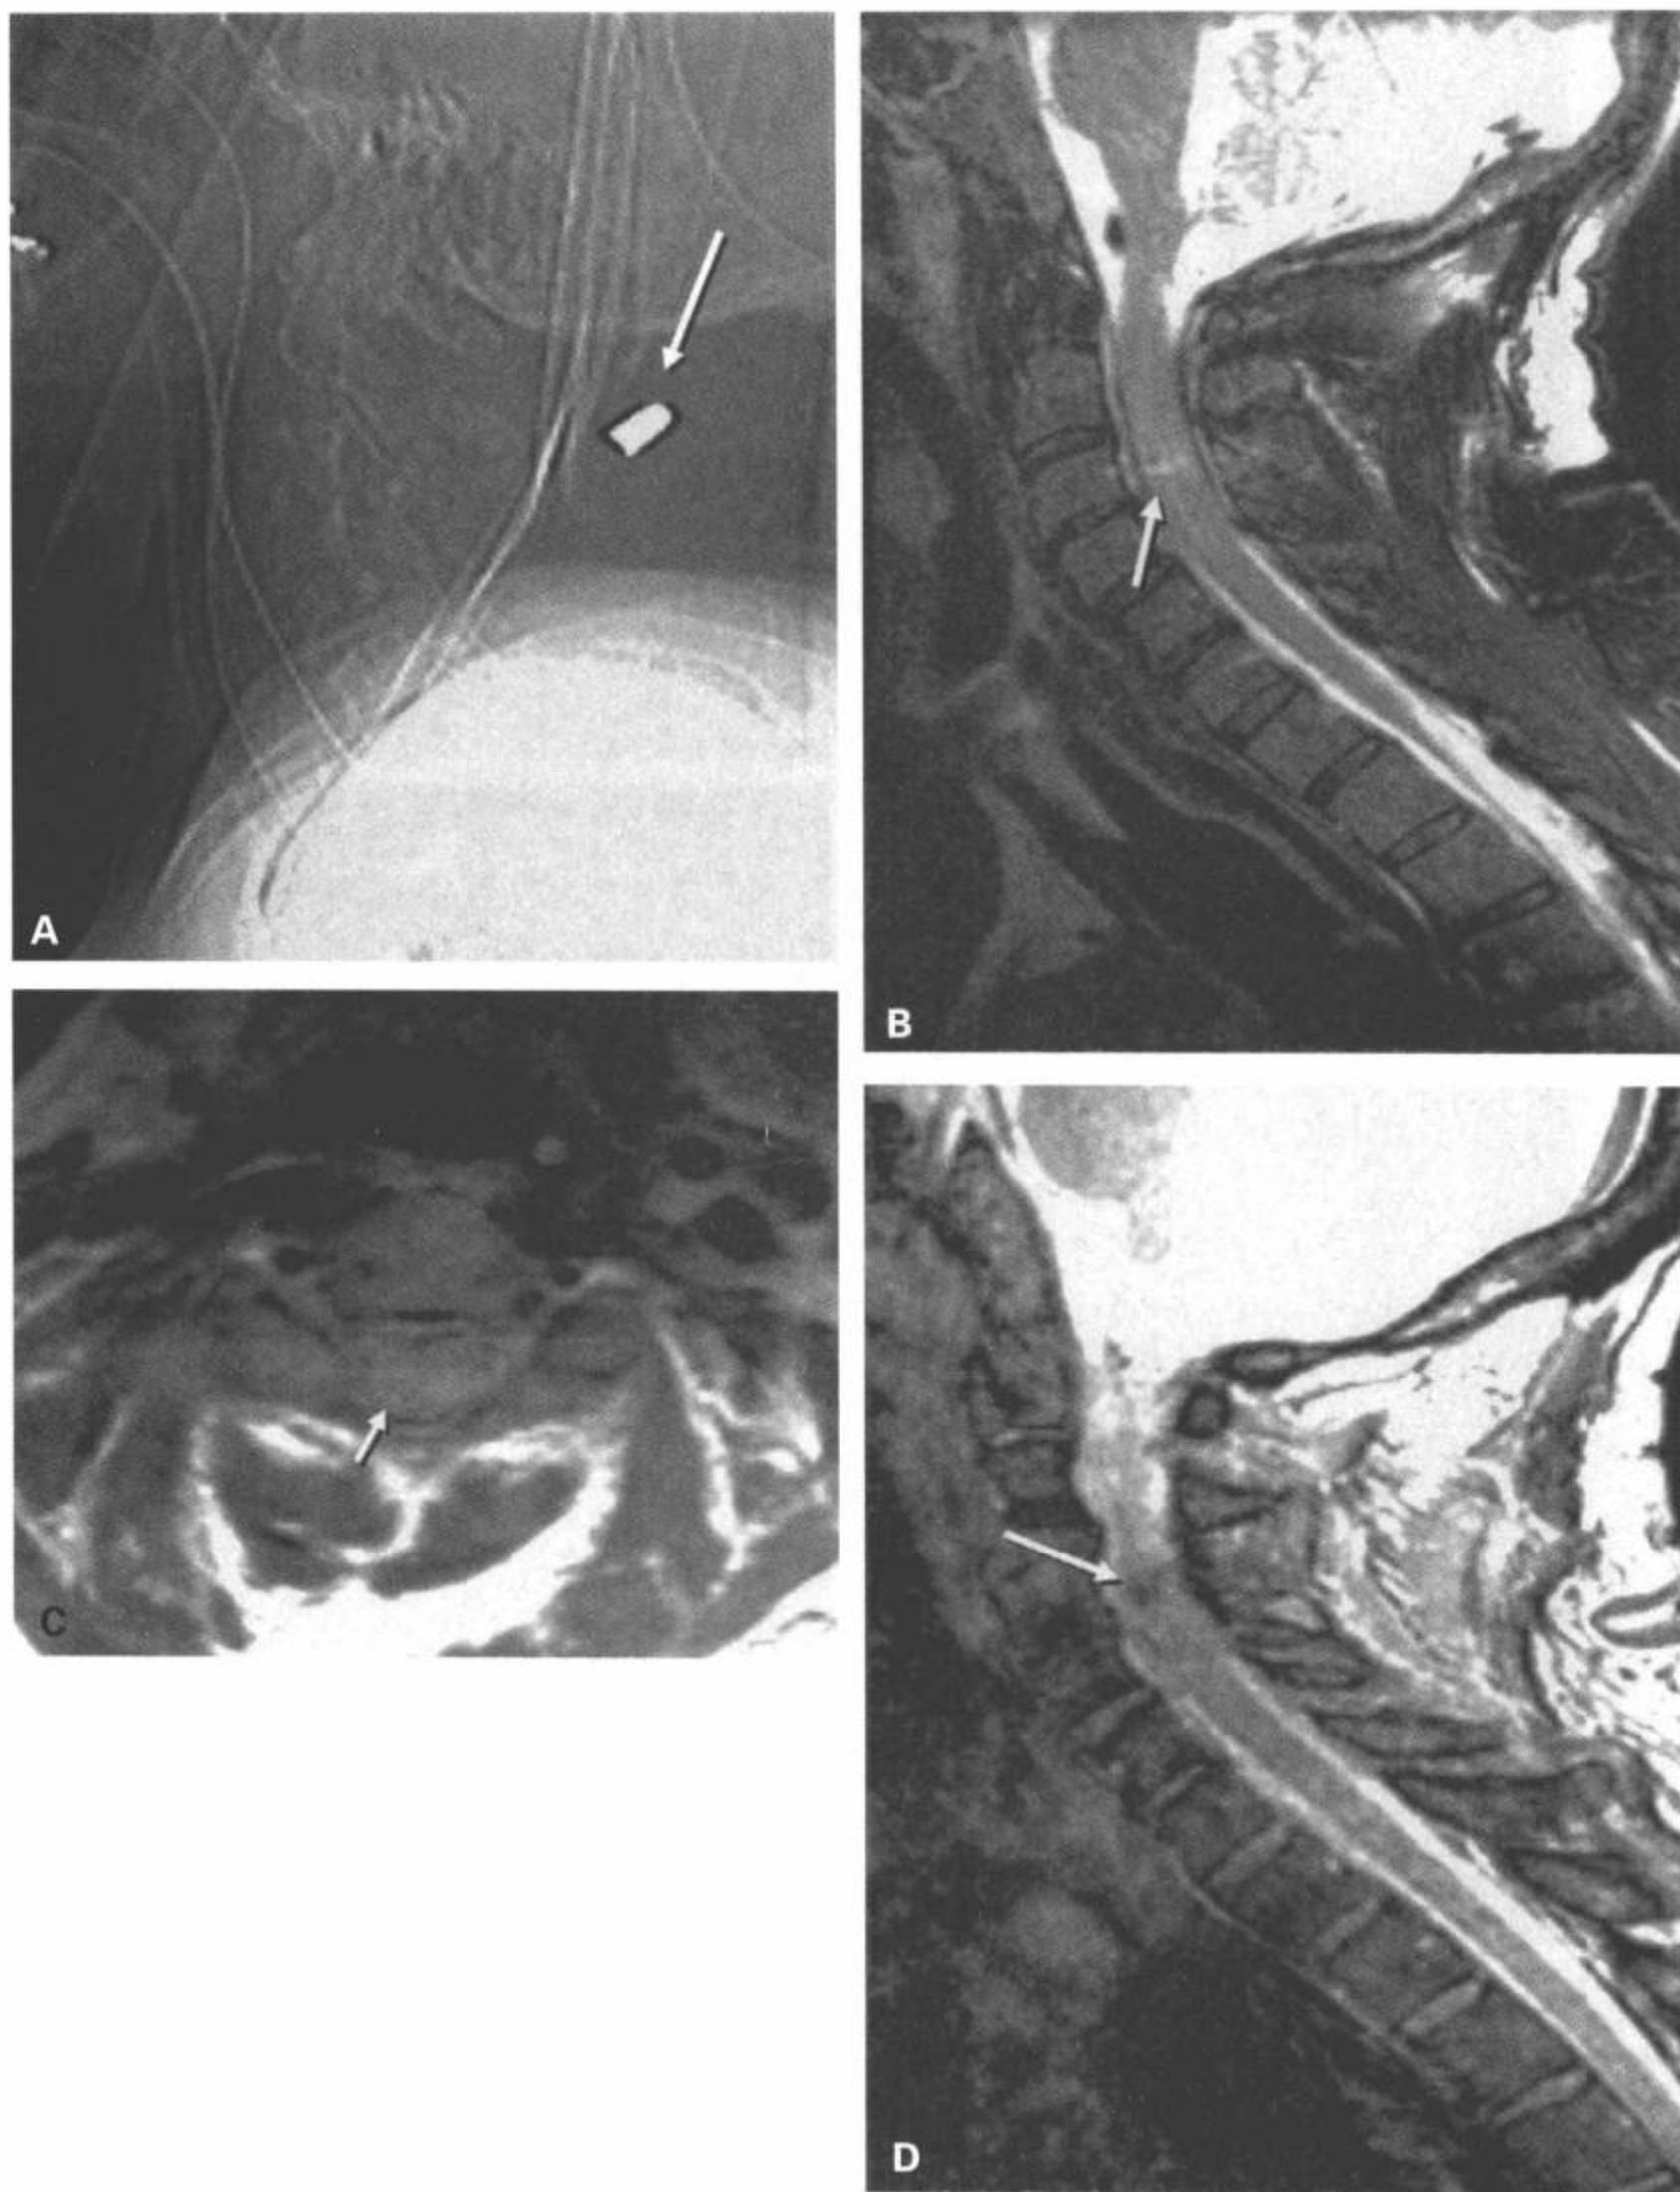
继发于椎管横贯性枪击伤的高位颈髓损伤。A: 侧位数字平片显示颈后部软组织内一个完整的弹片, 其弹道穿过上颈椎的椎管。B: 矢状面 T2 加权脂肪抑制 MRI 显示, 在 C3 水平横贯颈髓内的线性异常信号病灶 (箭)。C: C3 水平横断面中间加权 MRI 显示脊髓明显增粗, 脊髓内部结构的特征性消失, 可见弥漫性水肿 (箭)。D: 矢状面梯度回波 MRI 显示出血的顺磁性作用使损伤水平呈现异常的低信号病灶 (箭)。注意在所有成像序列上, 相对没有子弹碎片的伪影。并认清 MR 显示的损伤严重性与脊髓直接受到的损伤量是不成比例的。
